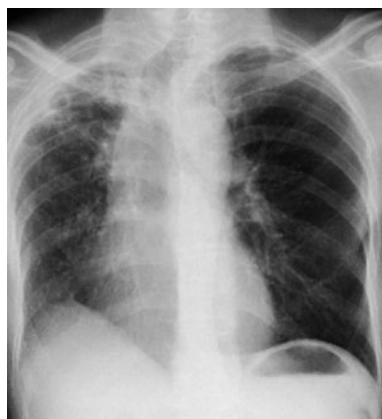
Chest X-ray film showed cavitory lesions in the right upper lung field.
